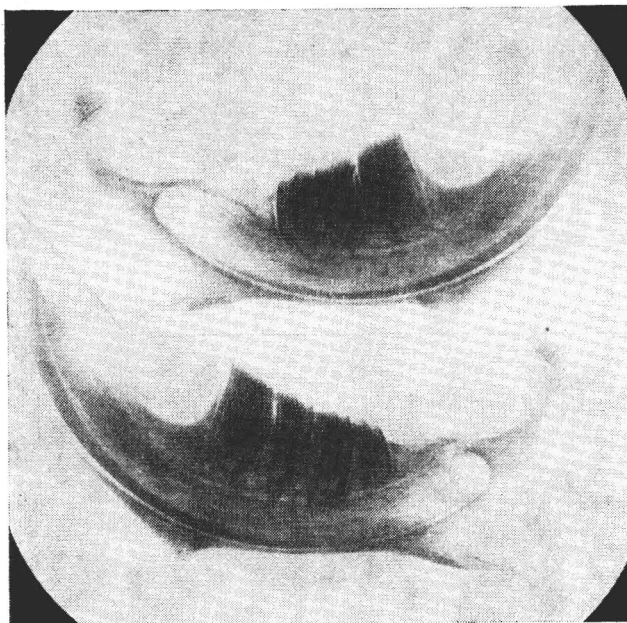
Unterkieferhälften eines adulten Elbebibers (Tab. 1, Nr. 7). Oben Oligodontie, unten normal entwickelte Zahnreihe. Beachte im Vergleich mit Abb. 1 die durch Abnutzung verkürzten Backenzähne (Röntgenaufnahme: Dr. R. Piechocki)
